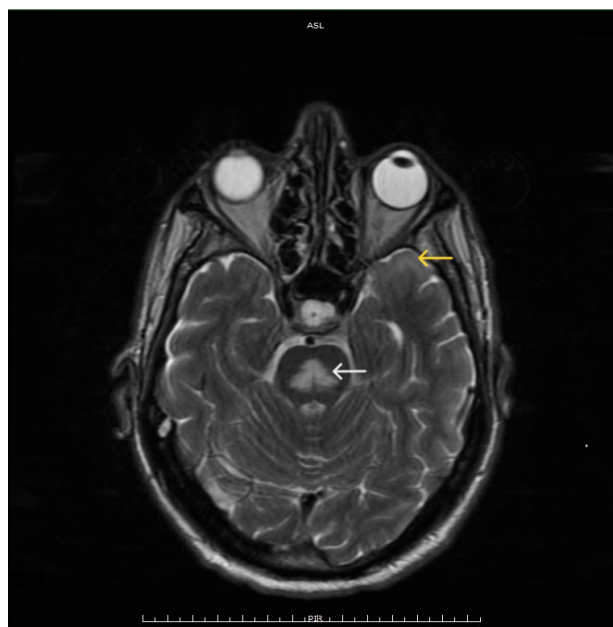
Resonancia magnética cerebral, proyección axial, secuencia T2 realizada durante su hospitalización, en la que se observa hiperintensidad en región central pontina con morfología en "tridente" (flecha blanca) y en región anterior de lóbulo temporal izquierdo (flecha amarilla).
